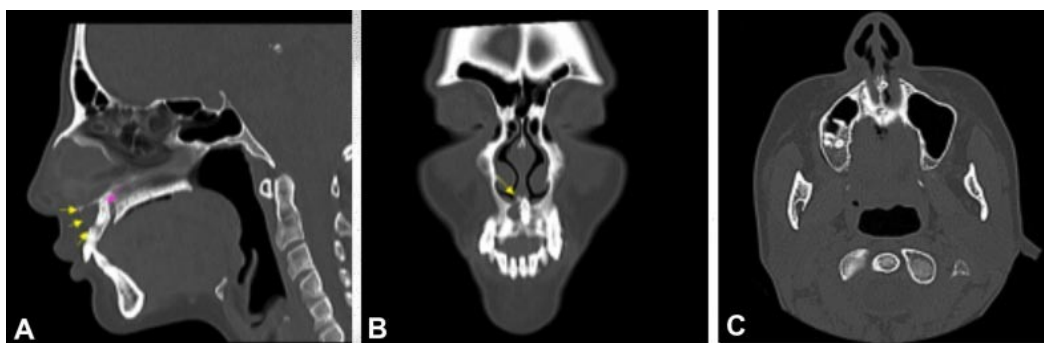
Tomografía computarizada de cabeza y cara. (A) Corte Sagital: flechas amarillas indican lesión osteolítica abombando cortical vestibular de maxilar, flechas rosadas indican mesiodens. (B) Corte coronal: flechas amarillas indican lesión osteolítica y mesiodens perforando cortical ósea de piso de fosa nasal. (C) corte Axial: extensa lesión osteolítica y mesiodens en línea mediana maxilar.
